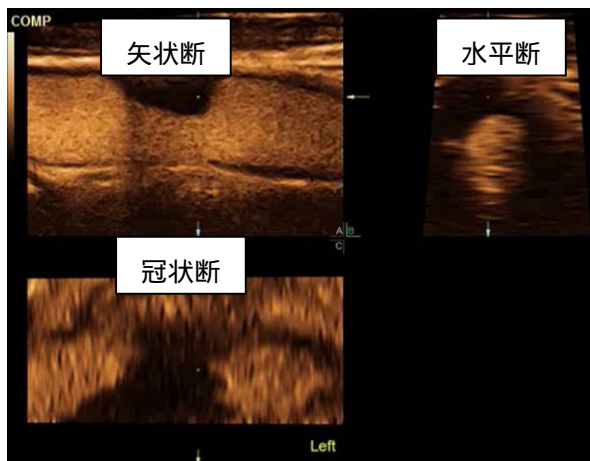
STIC法を用いた造影超音波画像。造影剤の流入する様子を、図に示したような直行3断面で経時的に観察することが可能である。また、ボリュームデータであるので観察する断面は自由に移動することが可能である。
